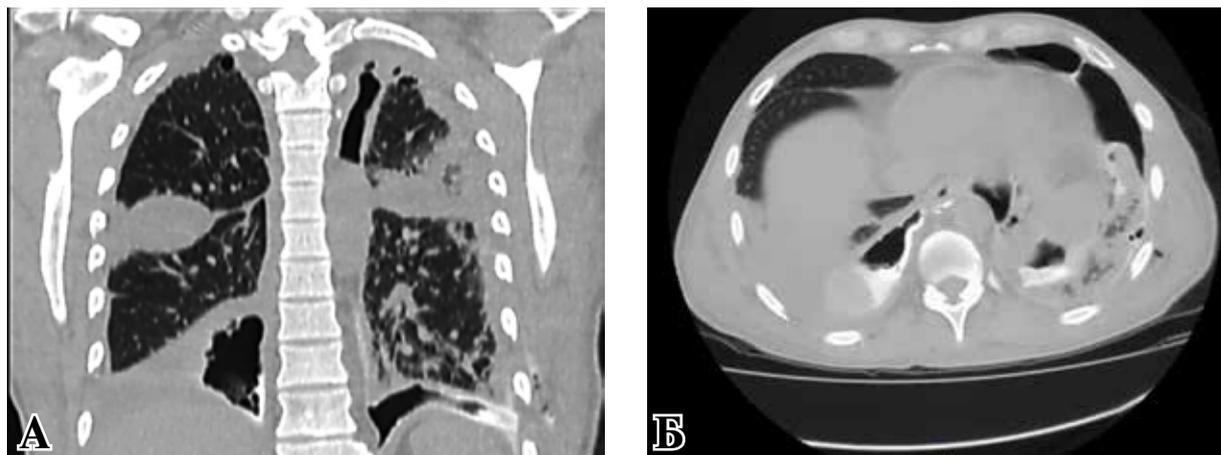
Компьютерная томограмма. А – сагитальный срез, Б – аксиальный срез на уровне нижней трети пищевода. Отмечается выход контрастного вещества в плевральные полости, двусторонний гидропневмоторакс
